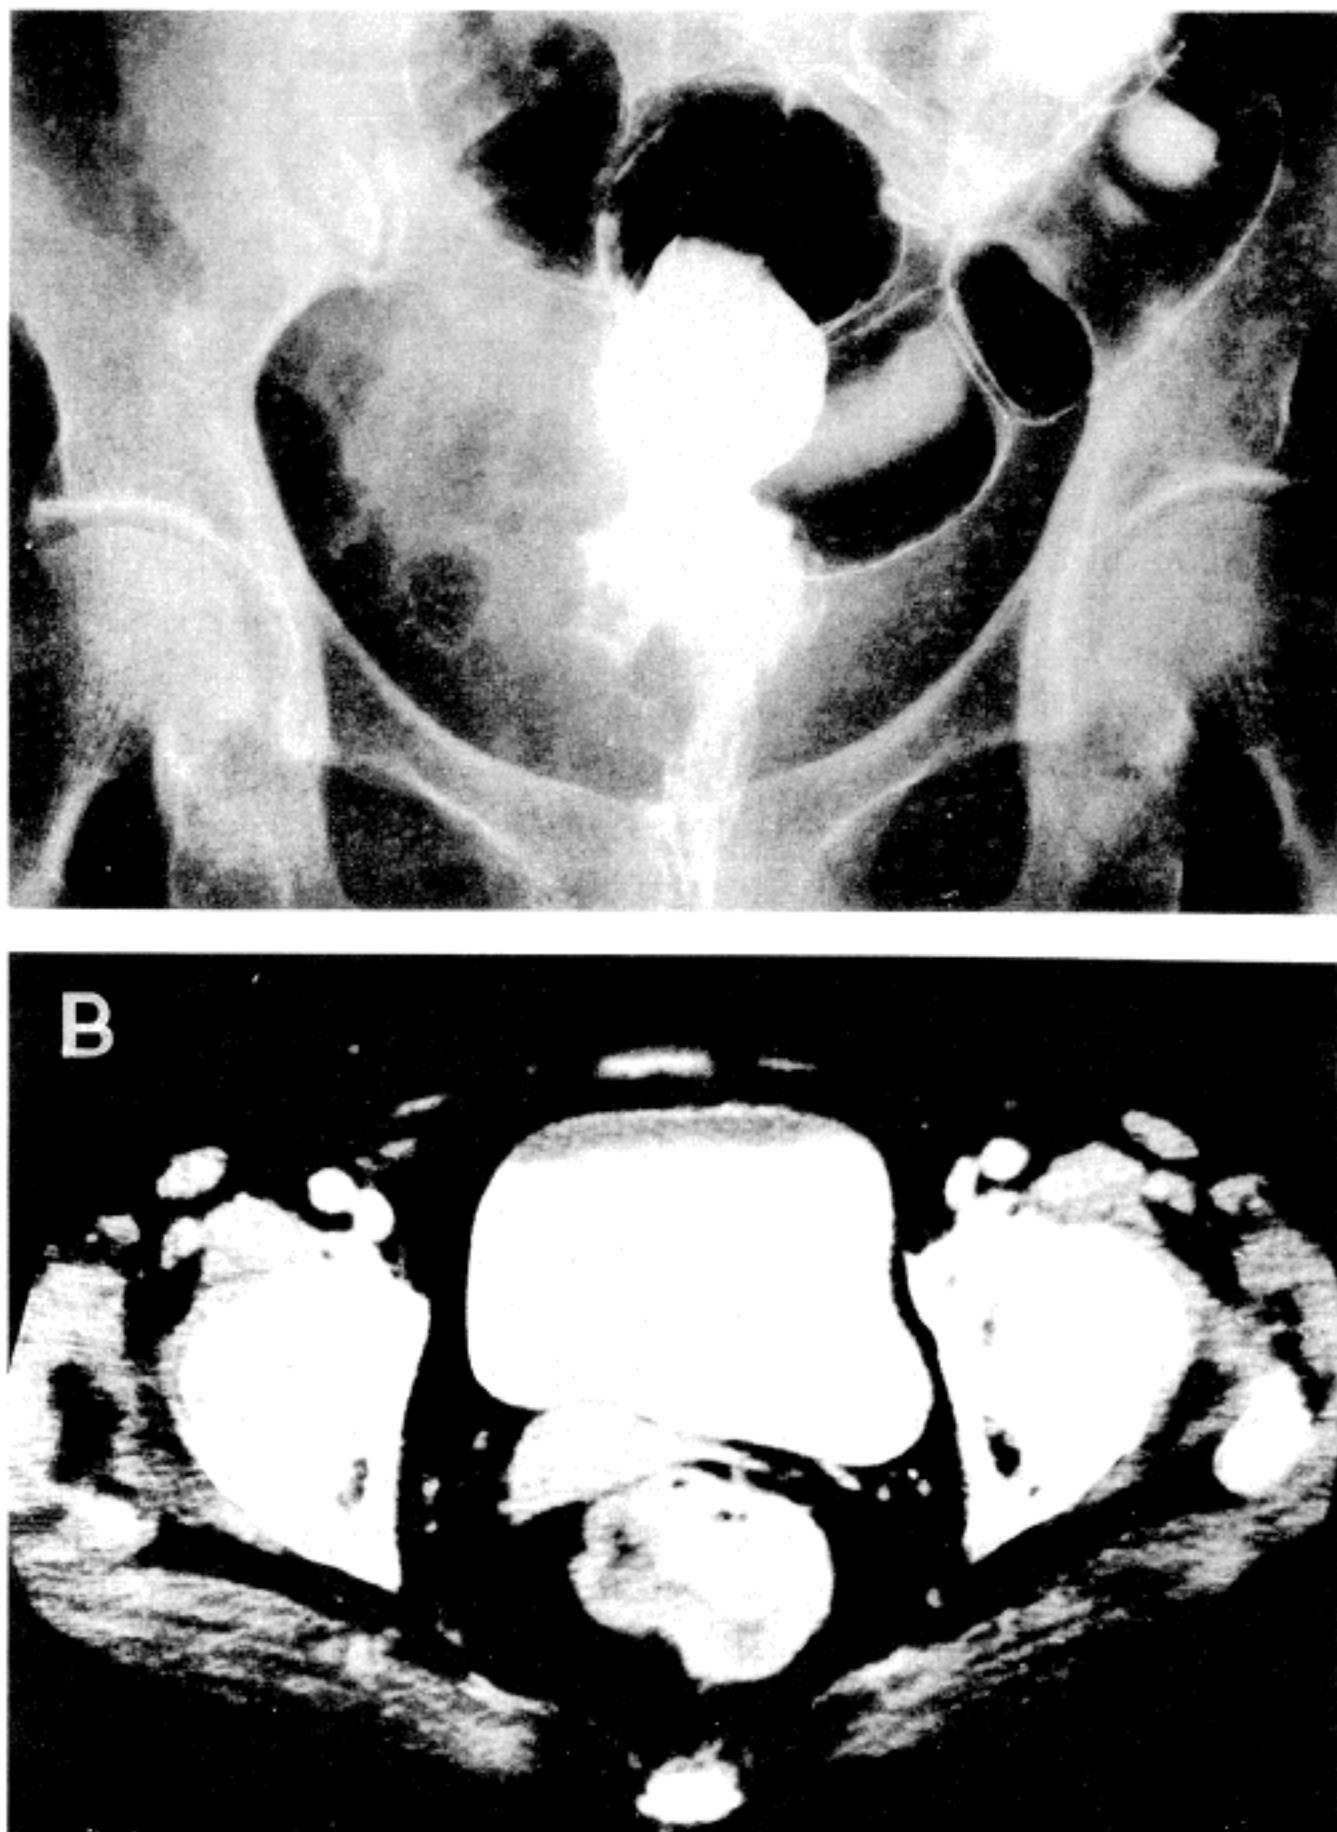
Adenocarcinoma of the rectum. (A) See the irregularly lobulated tumor mass in the lateral wall. Barium-coated linear ulcerations appeared in the center of the mass. (B) Computed tomography(CT) reveals the tumor as a thickening in the right lateral wall. There is no evidence of thickening in the perirectal fat tissue.
